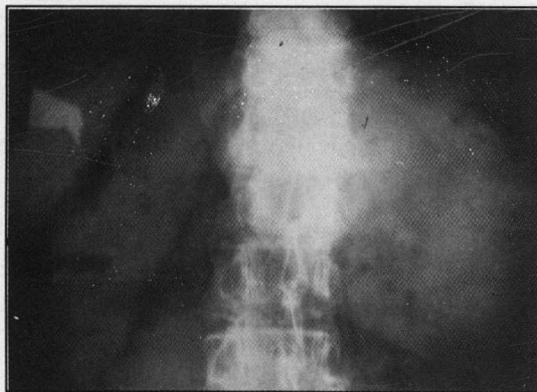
Radiografía simple del abdomen con imagen de neumobilia.
